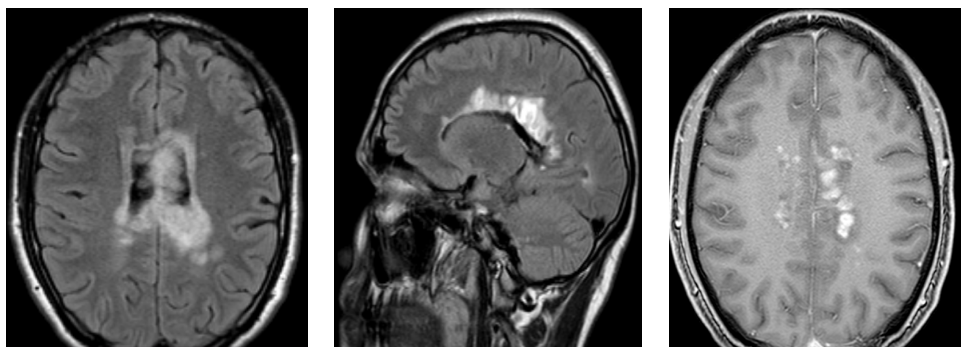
МРТ-изображения в режимах T2 ВИ и FLAIR, 26.01.2020
